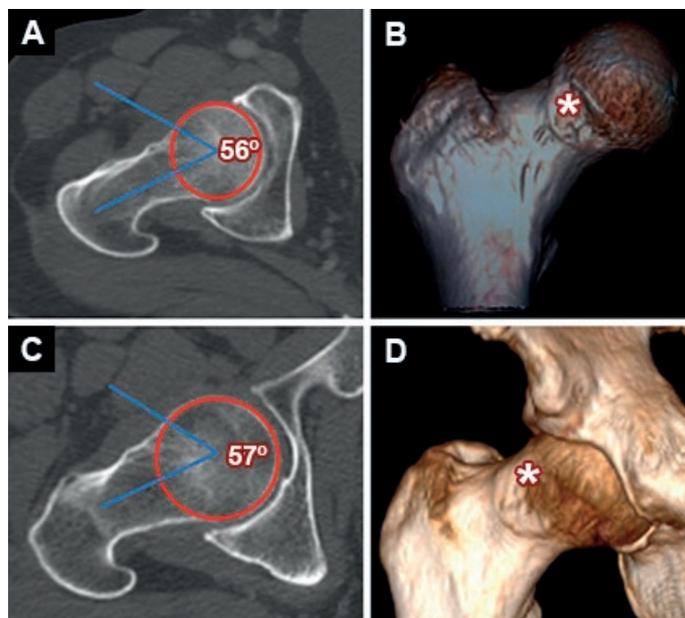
A y B) Tomografía computada de cadera derecha de un paciente de sexo masculino, de 52 años, con una deformidad tipo cam como hallazgo incidental, cuantificada por un ángulo alfa de 56° (A, reformateo en el plano axial). En la reconstrucción tridimensional (B) se aprecia una prominencia a nivel del aspecto anterior de la unión cérvico-cefálica femoral, que no parece ser una extensión de la superficie articular (*). C y D) Tomografía de cadera derecha de un paciente de sexo masculino, de 50 años, con hallazgo incidental de una deformidad tipo cam (ángulo alfa de 57°). En la reconstrucción tridimensional se visualiza un sobresalto en la unión cérvico-cefálica en continuidad con la superficie articular (*).
